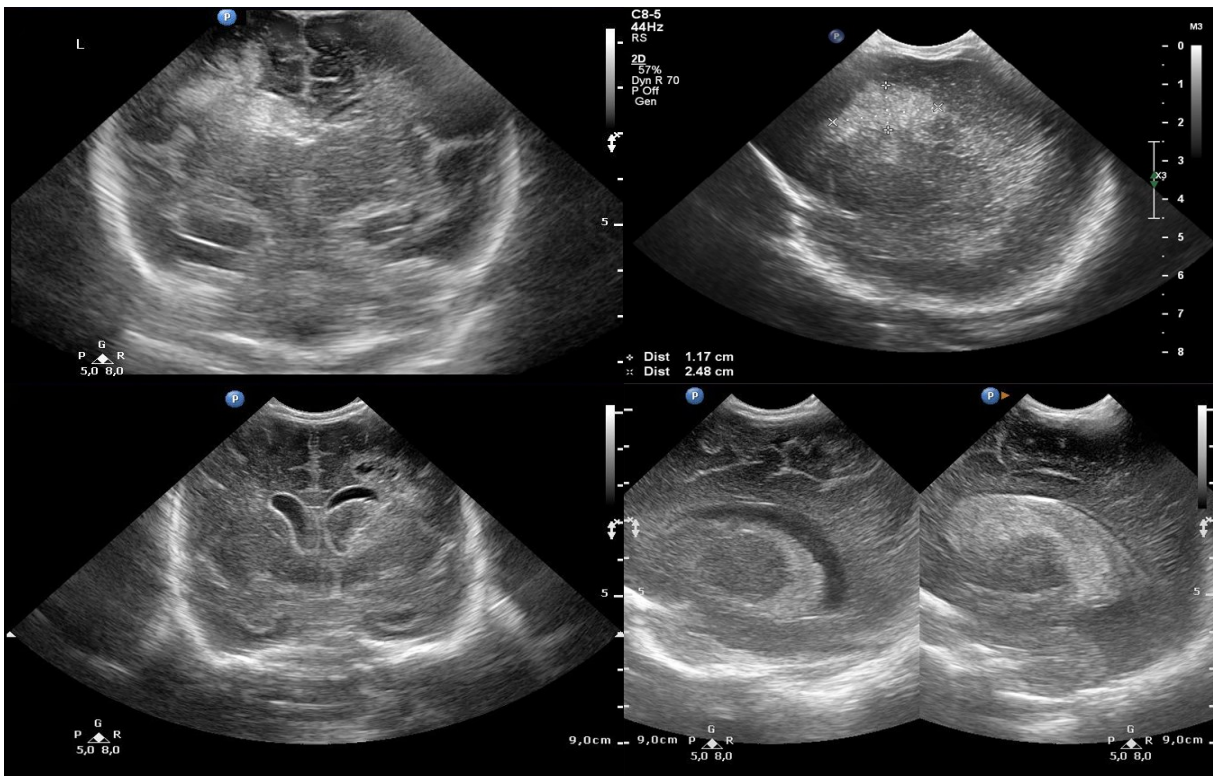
Ultrasonografické vyšetření CNS u novorozence s nálezem IVH I.stupně. Nahoře koronární projekce (krvácení je patrné jako nehomogenní hyperechogenita v levé postranní komoře), dole parasagitální projekce postižené levé postranní komory. Zdroj: archiv ÚPMD.
